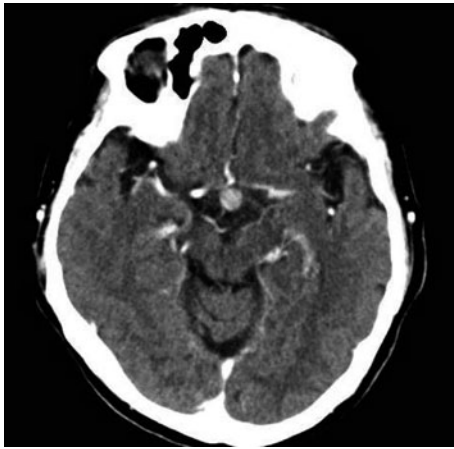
Head CT image shows a mass shadow in the pituitary.
